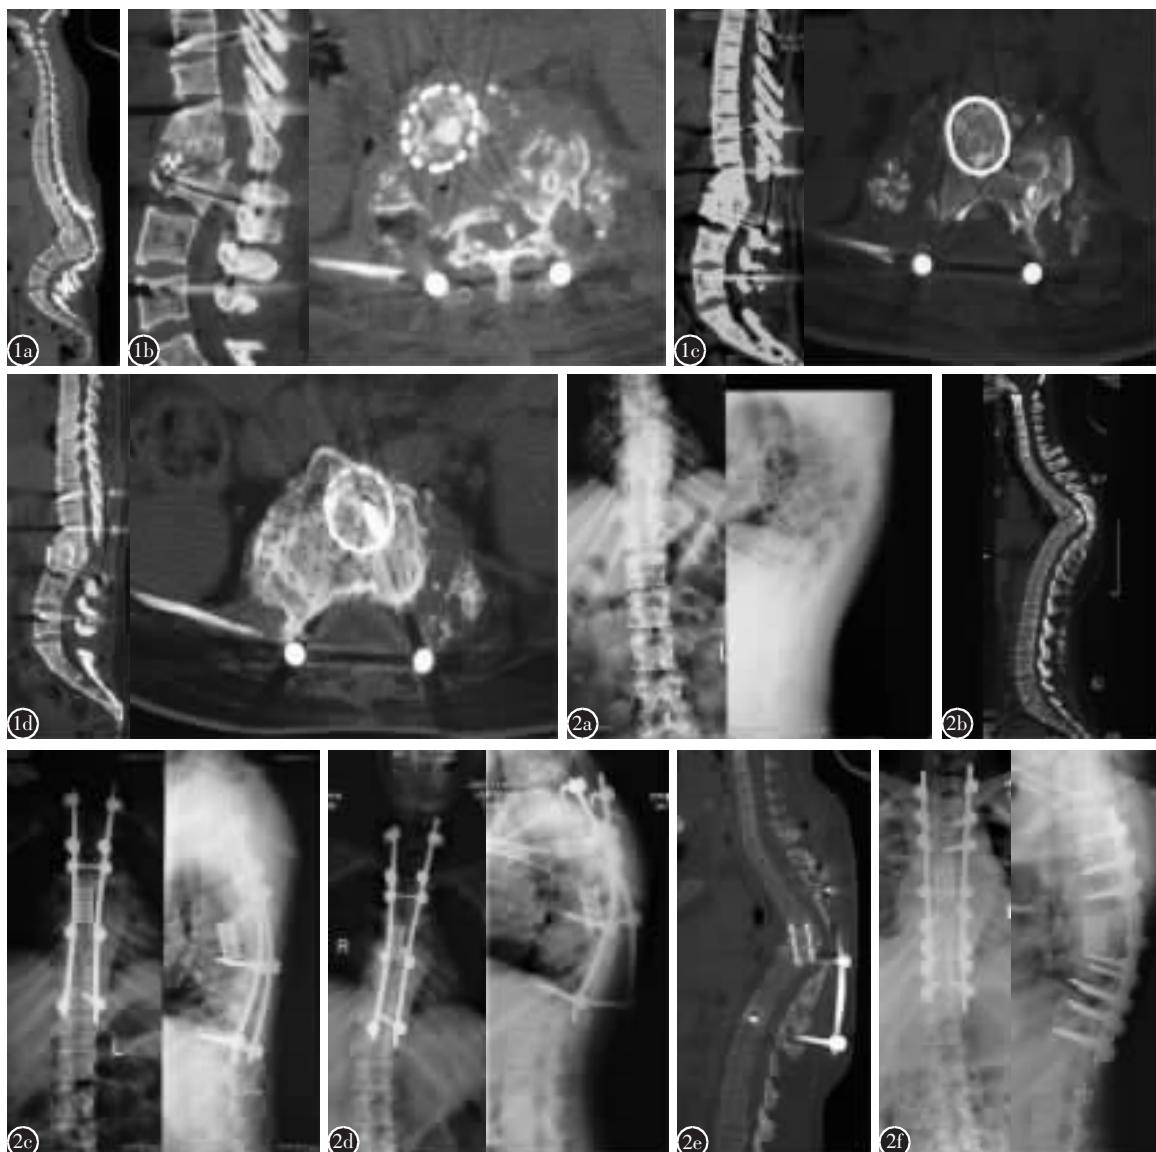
女性,33岁,胸腰段陈旧结核性后凸,T10-L3融合,既往两次手术史,后凸 Cobb 角 110°。手术方式:后路后凸节段切除,双轴旋转矫形固定,术后 1d 出现双下肢麻木无力 a 术前 CT 示胸腰段严重后凸 b 术后 1d 急查 CT 显示截骨断端错位,神经受压 c 术后 CT 显示压迫已解除 d 术后 1 年随访,CT 示植骨已融合 图 2 女性,39岁,胸椎结核性后凸(以 T5~T7 为顶点),后凸角度 90°,胸脊髓损害 a 术前 X 线片示后凸角 90° b 后凸顶点为 T5~T7 融合椎,局部椎管严重侵占 c 行后路后凸节段切除,双轴旋转矫形,T1~T11 固定,截骨远近端各两对锚定点,截骨近端为钩固定,术后后凸角度改善为 31° d 术后 2 年半出现后背疼痛,X 线片示近端钩和远端螺钉均松动 e CT 显示前柱植骨处未融合 f 再次行翻修手术矫正畸形,重新植骨融合,增加锚定点,远端固定节段延长至 T12,后凸矫形良好
